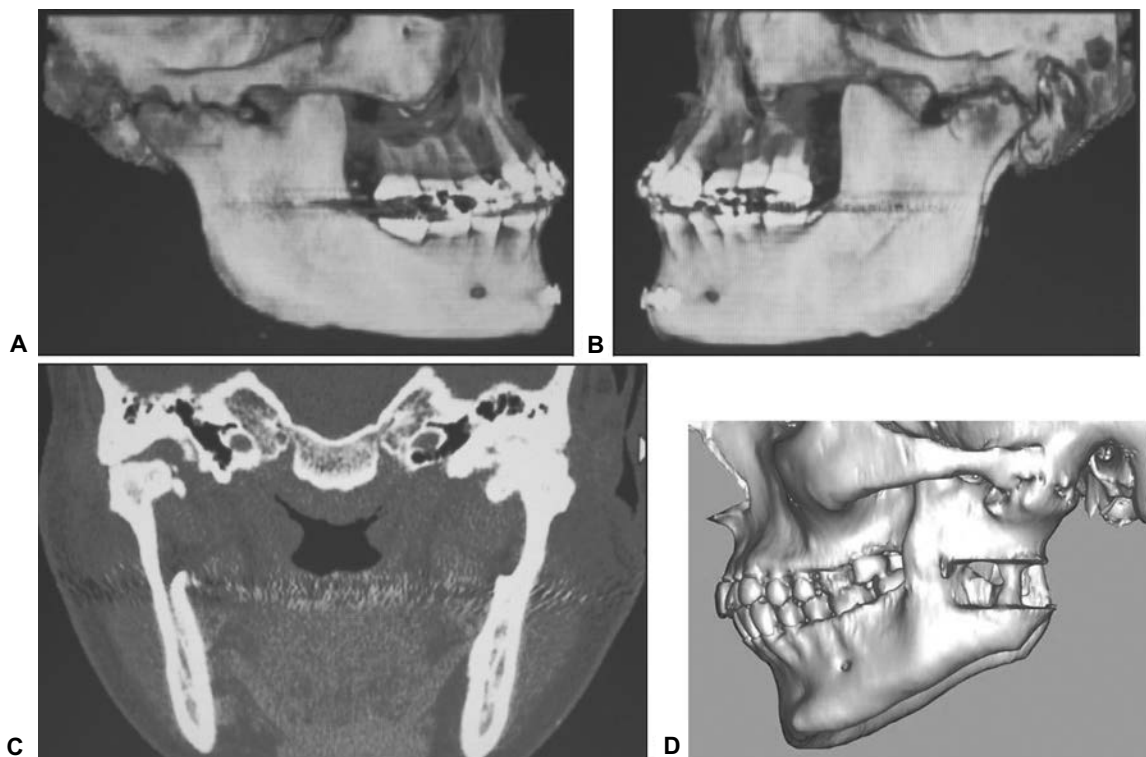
TAC con reconstrucción tridimensional donde se observa anquilosis ATM derecha (A), e izquierda (B). Corte coronal de TAC donde se observa anquilosis ATM bilateral (C). TAC con reconstrucción 3D de paciente con múltiples cirugías, se observa reanquilosis ATM izquierda, coronoides elongada, y defecto óseo en rama mandibular (D).
